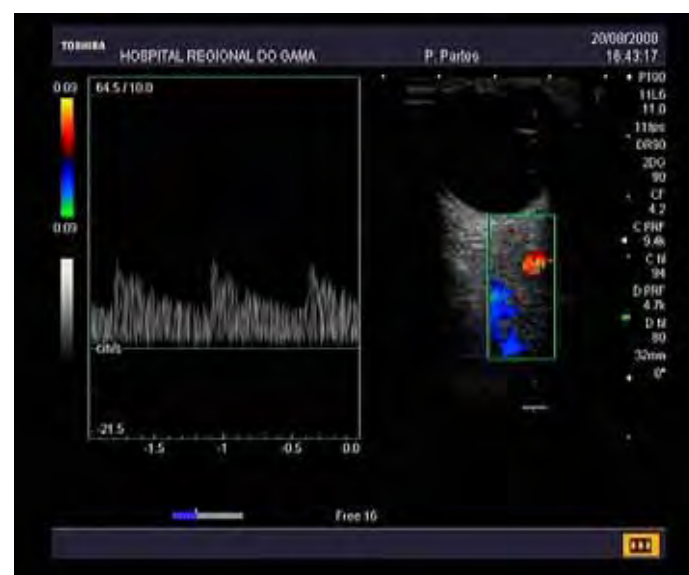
Registro do Doppler da artéria oftálmica de gestante com pré-eclâmpsia.
